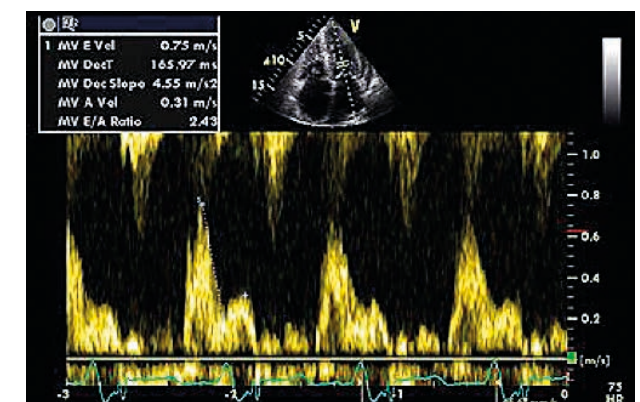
Doppler pulsat la nivelul valvei mitrale: E/A = 2,4
